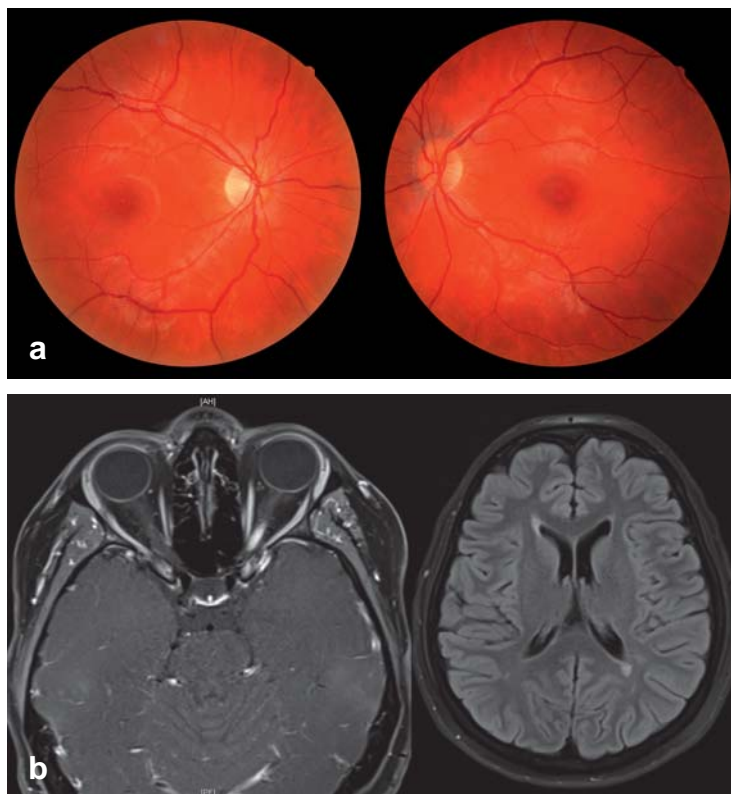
a) Optikusneuritis links bei 23-jähriger Patientin mit geringem Papillenödem. b) Kernspintomographie der gleichen Patientin mit Kontrastmittelaufnahme des entzündeten Sehnervs und zwei periventrikulären Entmarkungsherden im T2-FLAIR-MRT.
